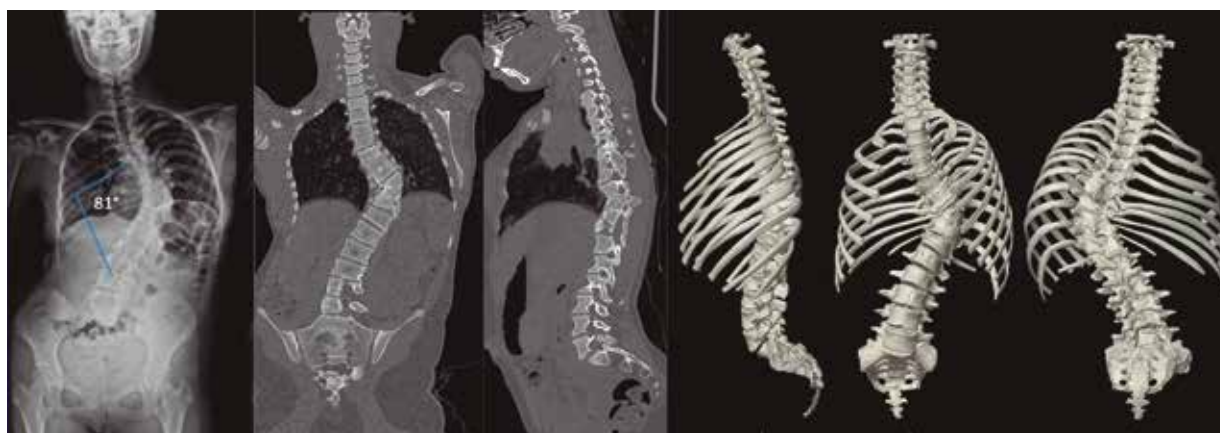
Espinograma con ángulo de Cobb. Tomografía computarizada (izquierda) y reconstrucción 3D
